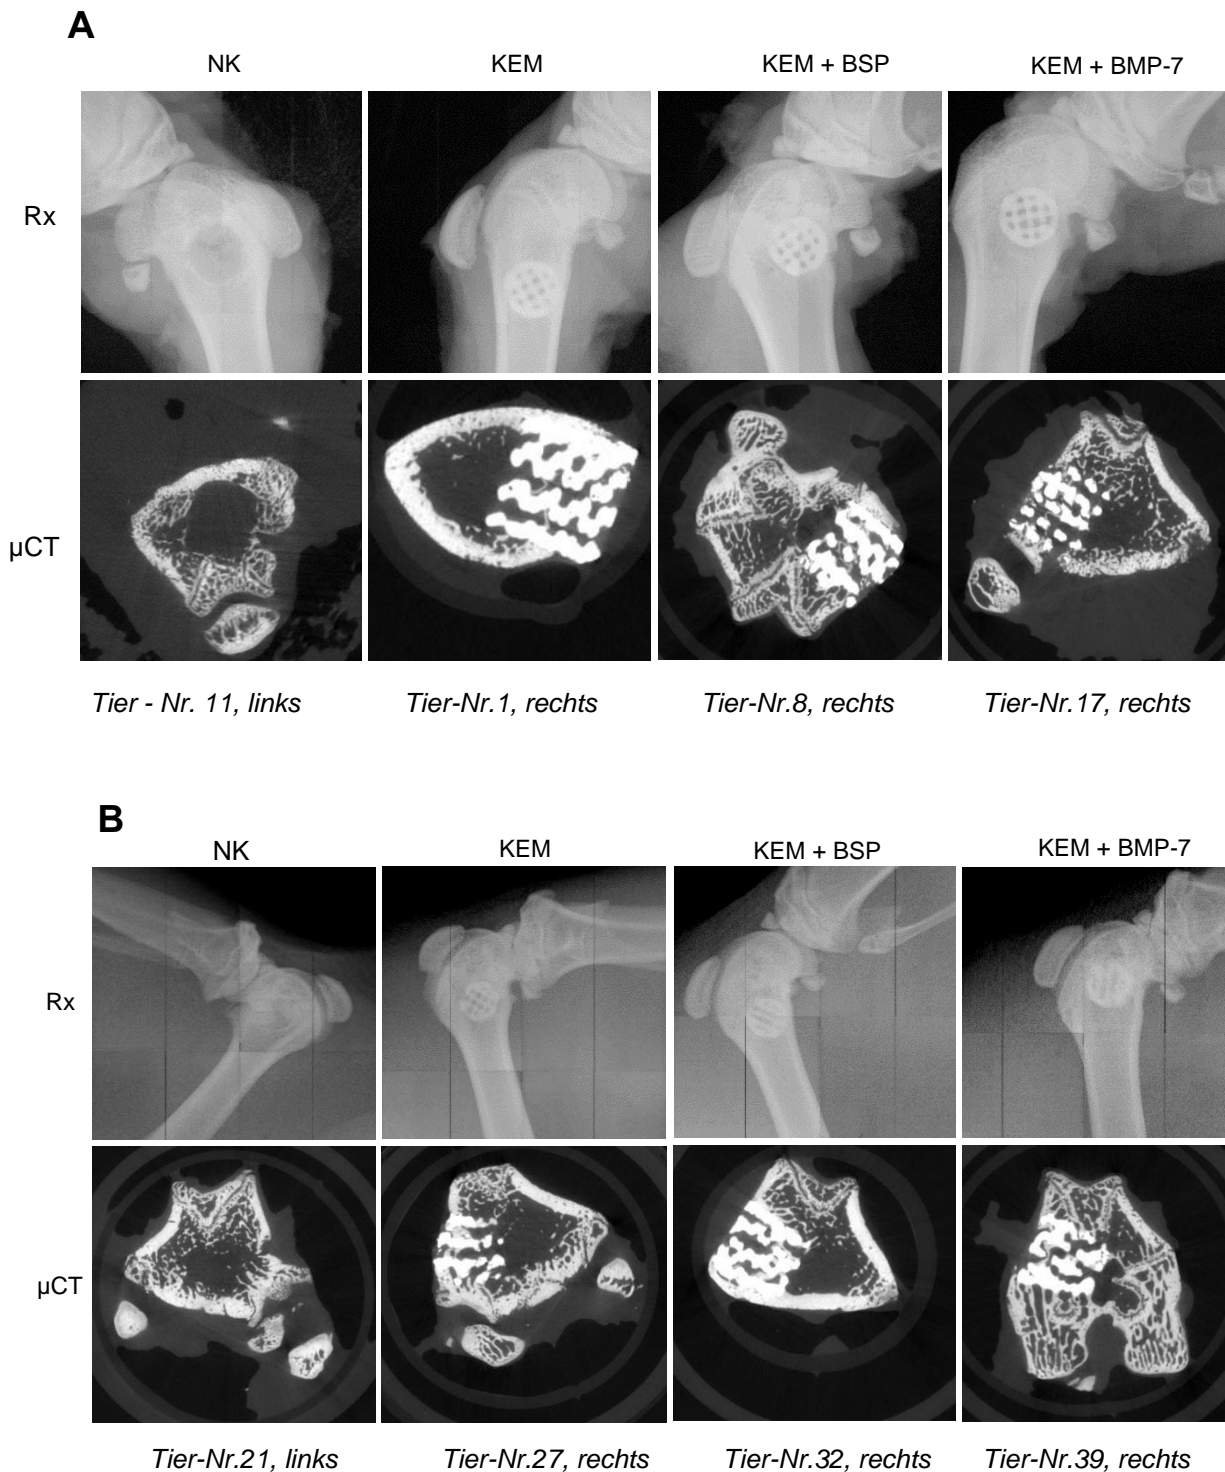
μ CT-Aufnahmen nach 4 (A) und 8 Wochen (B) jeder Versuchsgruppe in Anlehnung an Nativröntgenaufnahmen des zugehörigen Femurs. Das KEM wird zunehmend in den Knochen integriert und es bilden sich zahlreiche Knochen-Implantat-Kontakte aus. Der Leerdefekt ist nach 8 Wochen weiterhin erkennbar.
